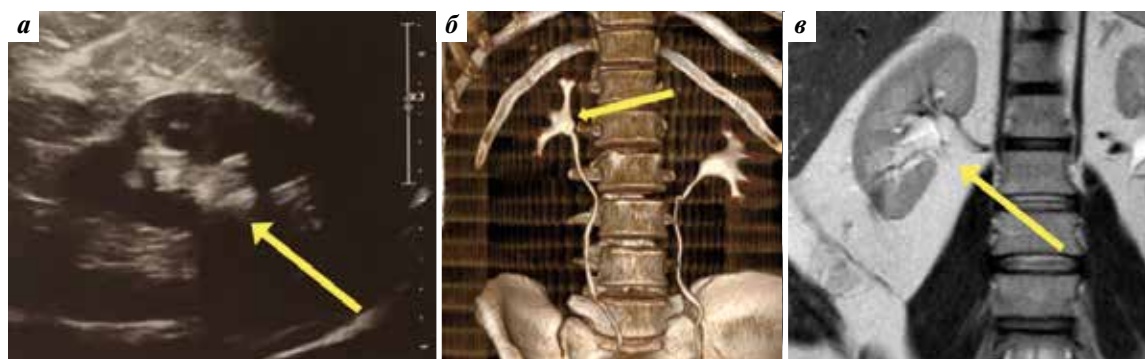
Контрольное обследование через 3 мес после операции: а – ультразвуковая картина левой почки; б – компьютерная томограмма; в – магнитно-резонансная томограмма. Рецидив опухоли лоханки почки отсутствует (стрелка)
